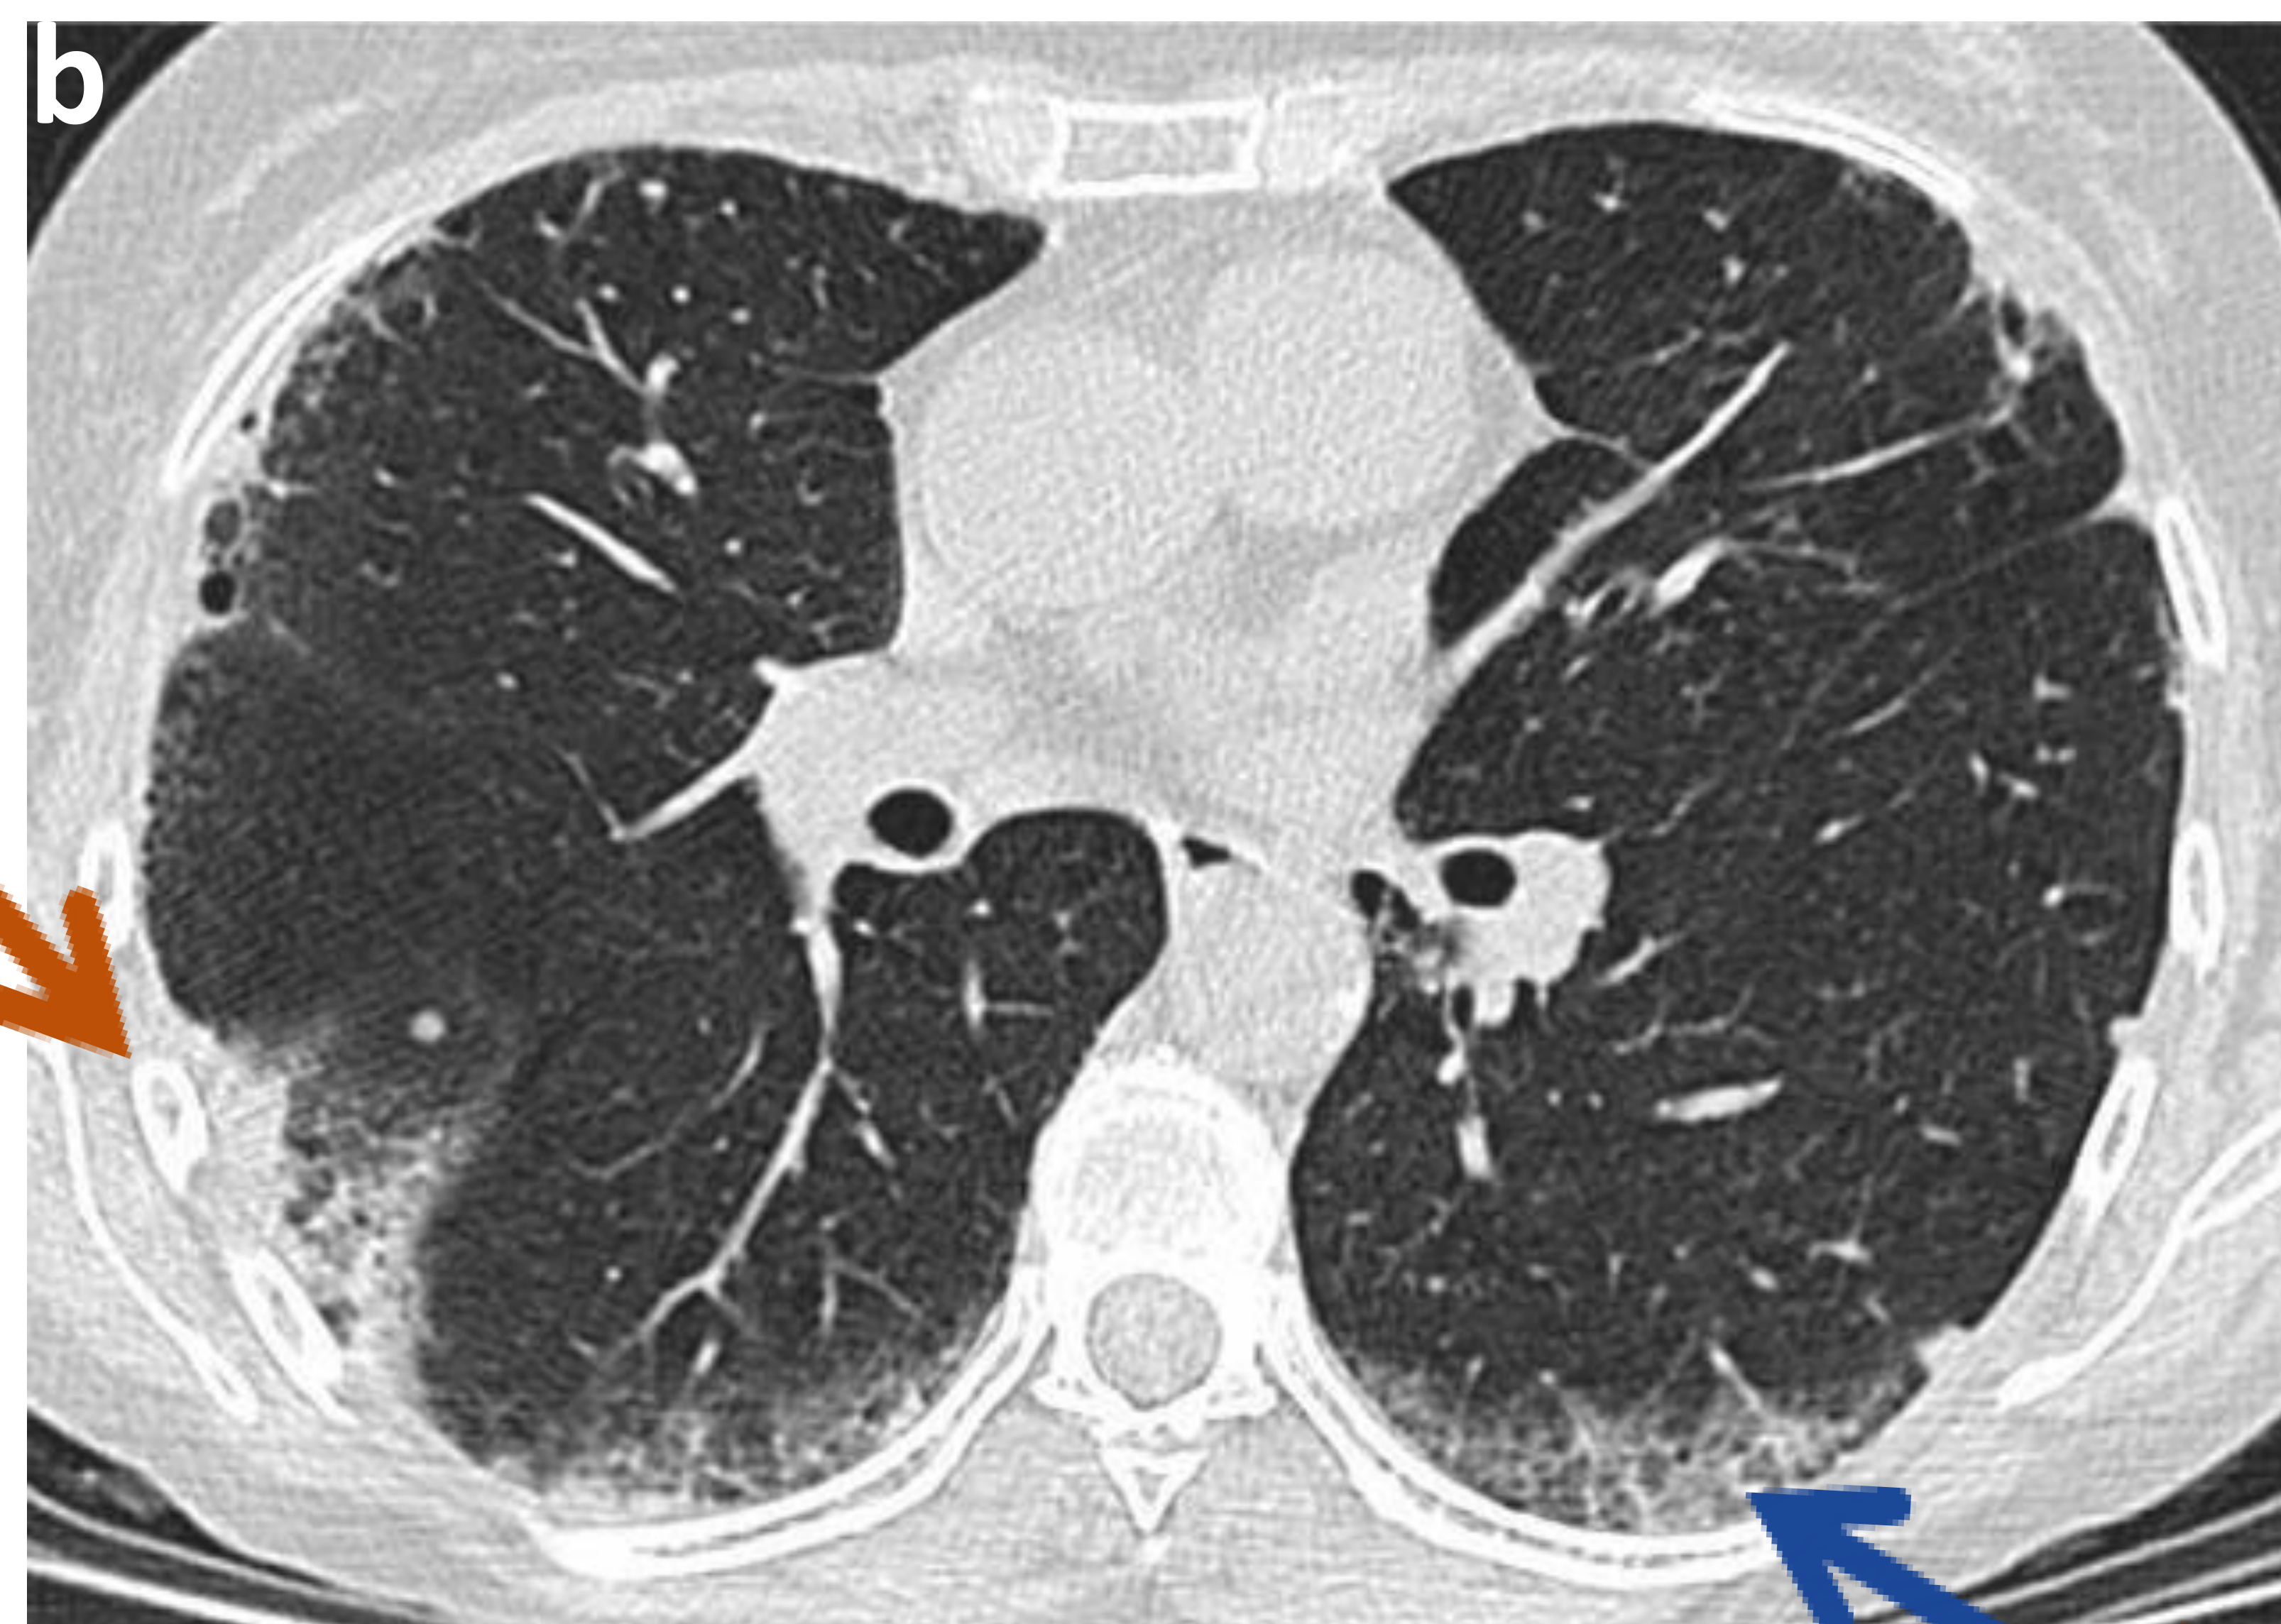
Neumonitis grado 3 con patrón NINE en una mujer de 61 años en tratamiento con Ipilimumab y Nivolumab por adenocarcinoma pulmonar estadio IV (a) Corte axial de Tc de tórax basal antes de iniciar la inmunoterapia. (b, c, d) Cortes axiales de TC de tórax a los 2 meses de comenzar con el tratamiento donde vemos un patrón de engrosamiento subpleural (flecha naranja) e intersticial (flecha azul) periférico bilateral, con retracción (flecha verde) (f) Corte axial de TC de tórax a los 6 meses de interrumpir la inmunoterapia y administrar corticoterapia con resolución de las alteraciones.
